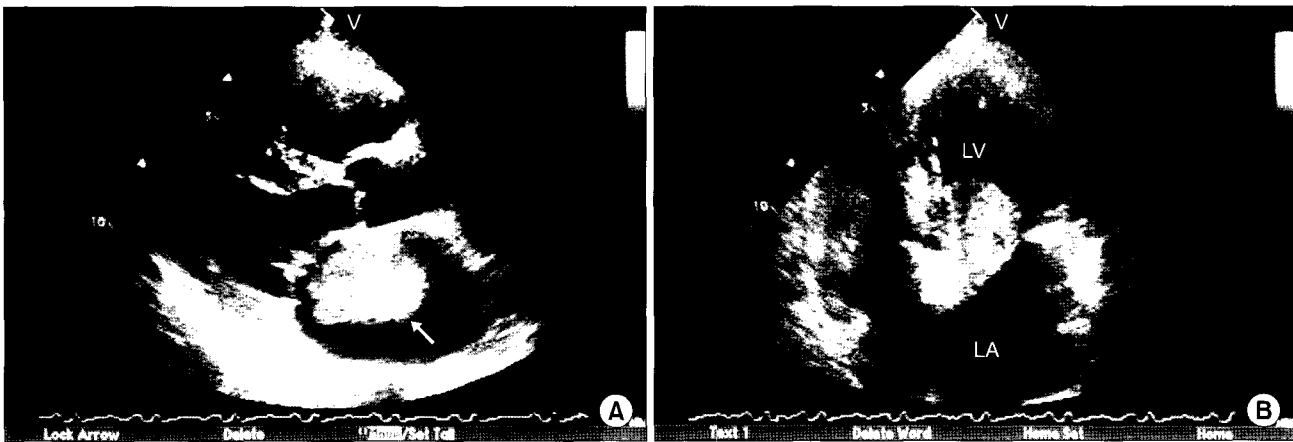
Preoperative transthoracic 2-D echocardiograms show the highly mobile mass originating from the atrial septum of left atrium (A) and obstructing the orifice of mitral valve during the diastole phase (B). LA=left atrium; LV=left ventricle; M=myxoma.
